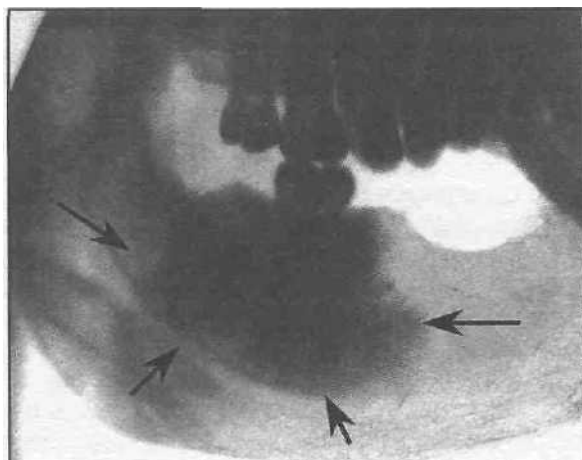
Рентгенограмма нижней челюсти больного с периапикальной цементной дисплазией.
